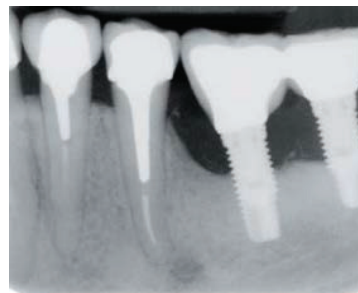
Gauche : Saignement au sondage secteur postérieur ; Droite : Radiographie rétroalvéolaire visualisant la perte osseuse marginale, secteur postérieur. (O.ZOUITEN 2013)
